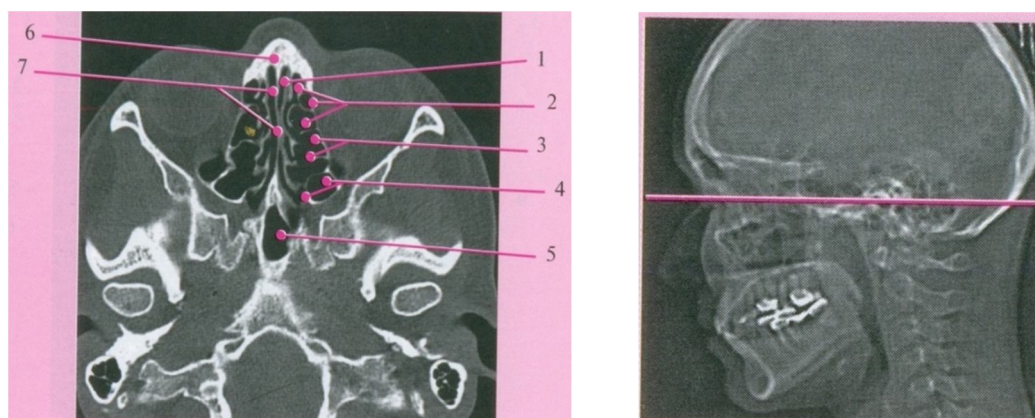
Срезы КТ носа и околоносовых пазух в аксиальной проекции.
